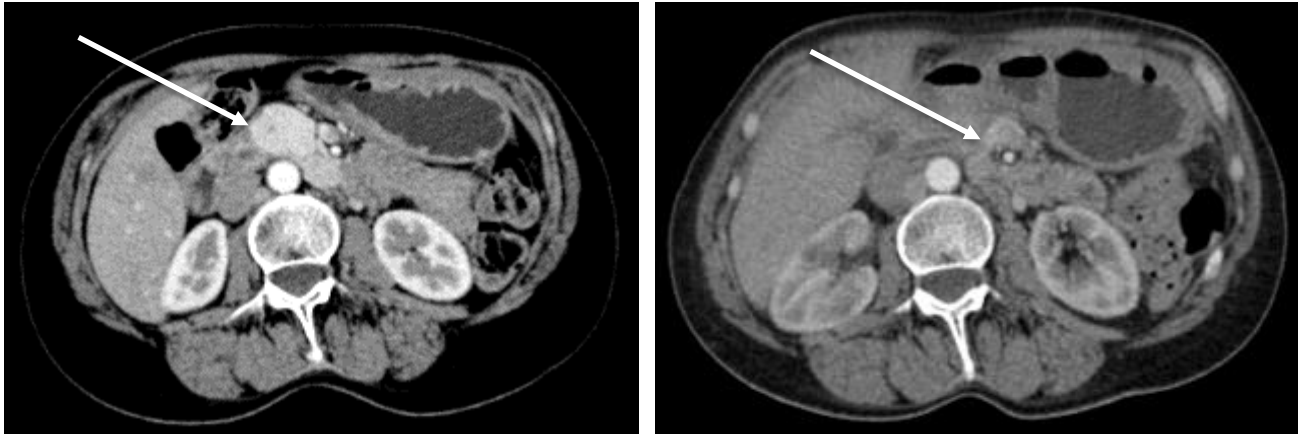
(izquierda) Corte en plano axial donde se puede observar la lesión primaria de la paciente a nivel de cabeza de páncreas, que muestra realce intenso al medio de contraste antes de recibir PRRNT, con dimensiones de 31x19mm, con SUVmax de 30; (derecha) Corte en plano axial donde se puede observar la lesión primaria de la paciente a nivel de cabeza de páncreas, que muestra realce al medio de contraste posterior a 4 dosis de PRRNT, con dimensiones de 18x10mm, con SUVmax de 17, mostrando respuesta parcial conforme a los criterios de RECIST 1.1 .
